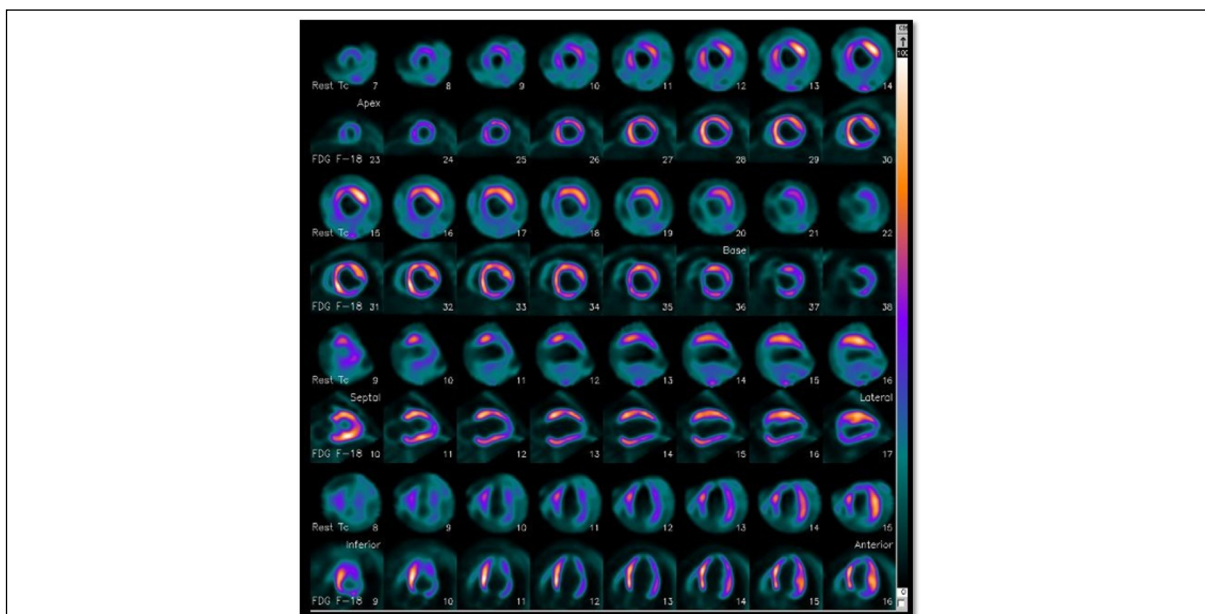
Estudo de viabilidade miocárdica com PET-FDG. Paciente com doença arterial coronária que apresentava angina e dispneia aos esforços limitando sua rotina diária a despeito de tratamento medicamentoso. O estudo de perfusão miocárdica com 99mTc-Sestamibi de repouso (“Rest Tc” - linha superior) revelou hipoperfusão persistente sugerindo perda muscular nas paredes apical, inferior, septal e anteroseptal do VE. A PET-FDG (“FDG-F-18” – linha inferior) demonstrou viabilidade presente, ou seja, evidência de hibernação miocárdica, em boa parte das paredes do VE, evidenciada através da presença de captação de FDG nas áreas hipoperfundidas (mismatch Perfusão/Metabolismo de glicose), com ausência de viabilidade somente nas paredes apical, inferior (segmento apical) e inferolateral (segmento basal). O paciente foi submetido à revascularização miocárdica, com resolução dos sintomas e ausência de limitações 2 meses após o procedimento.
